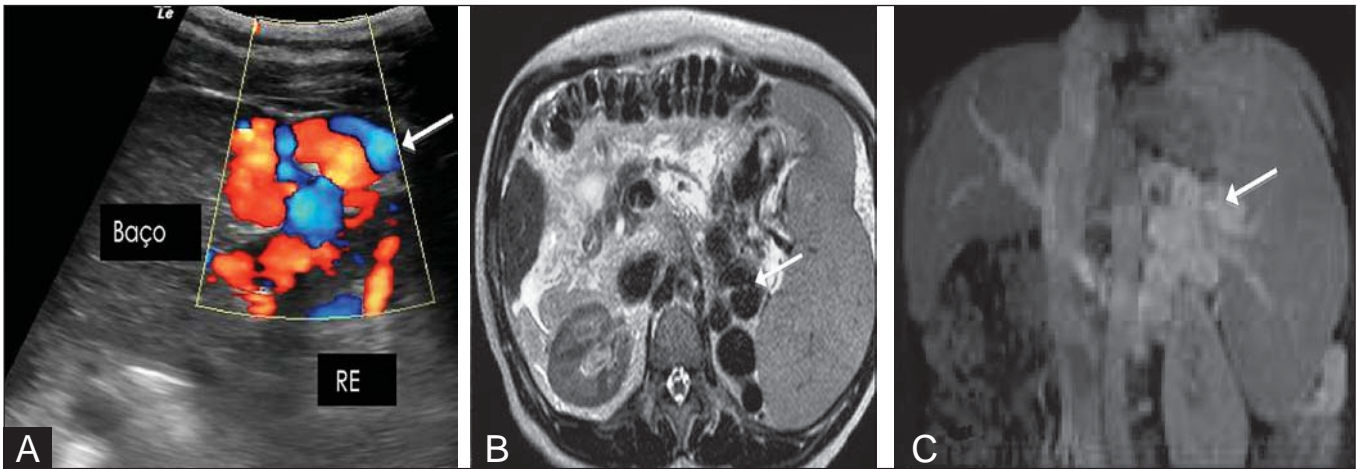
A: Corte longitudinal de ultrassonografia com Doppler demonstrando a presença de vasos calibrosos e tortuosos (seta) entre o rim esquerdo e o baço. B: Ressonância magnética em ponderação T2 mostrando vasos calibrosos representados por estruturas serpentiniformes tortuosas que exibem baixo sinal T2 e se localizam entre o baço e o rim esquerdo (seta). C: Ressonância magnética no plano coronal na ponderação T1 pós-contraste identificando o *shunt* (seta).
